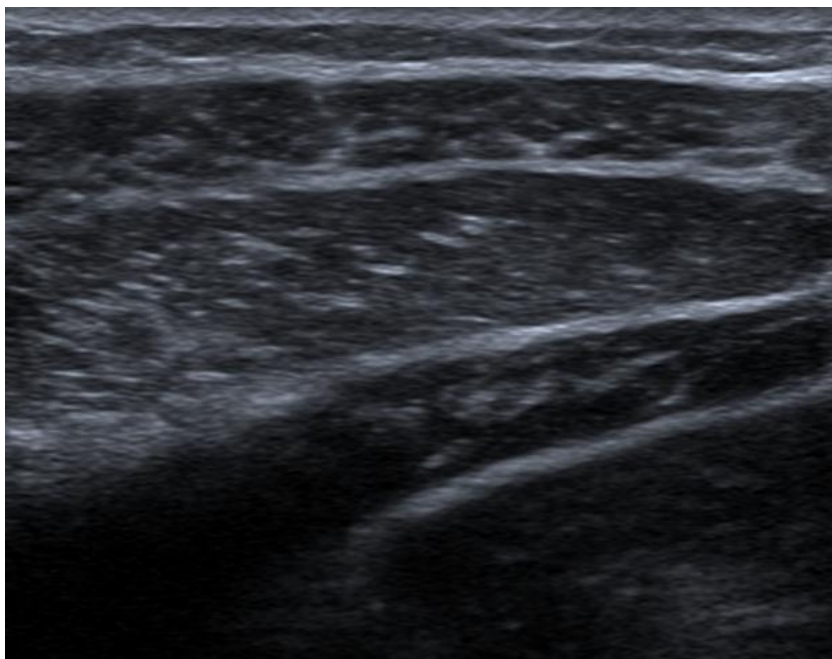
Ecografía de pared abdominal en rotación derecha.
